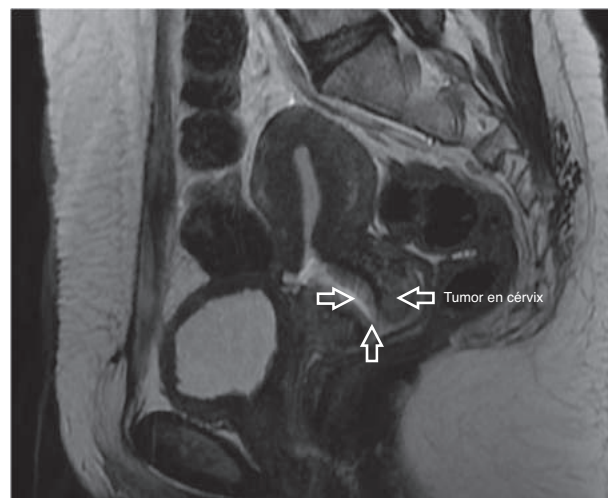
Imagen de resonancia magnética nuclear con la evidencia de tumor en cérvix uterino (flechas).
